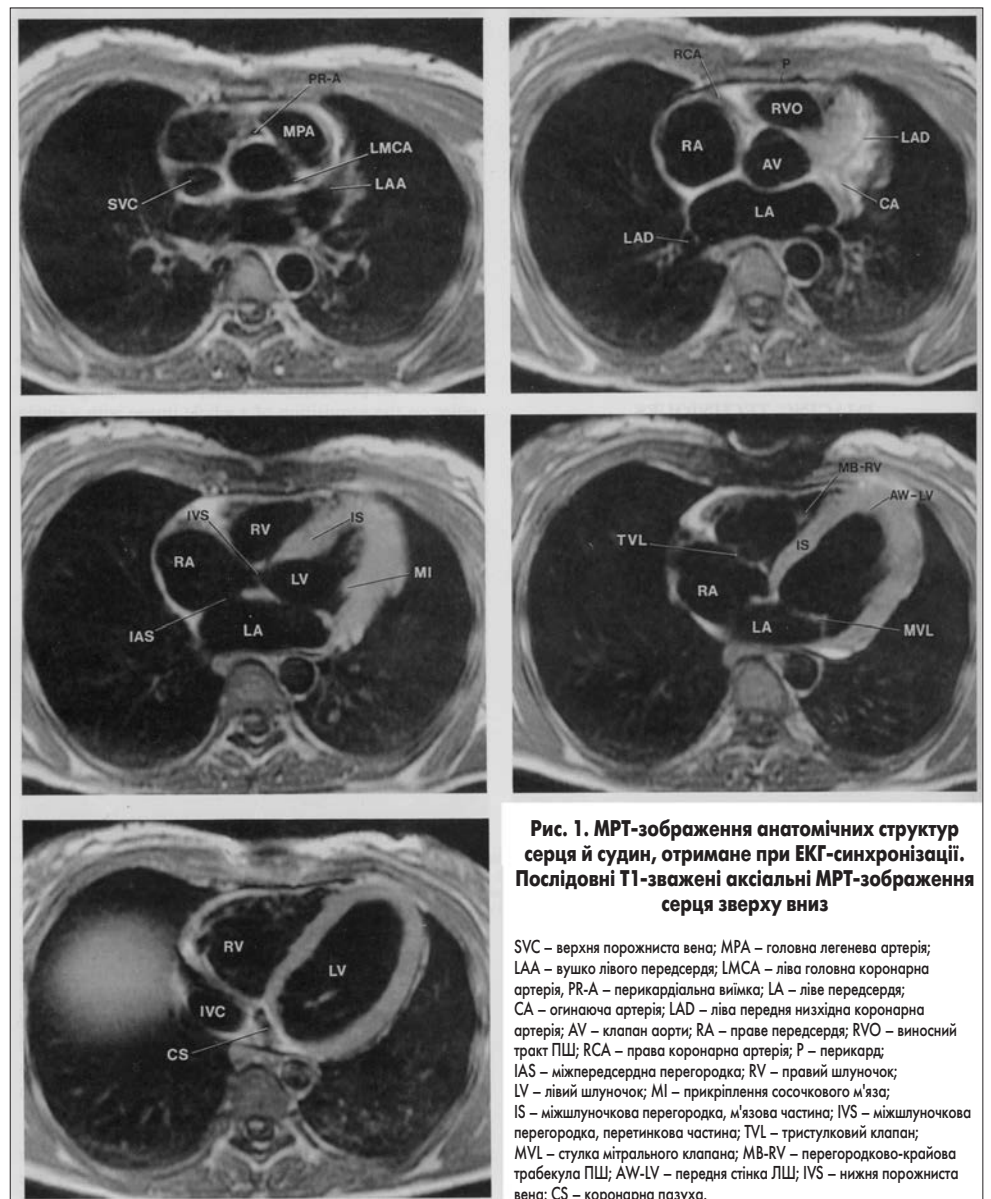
МРТ-зображення анатомічних структур серця й судин, отримане при ЕКГ-синхронізації. Послідовні Т1-зв'язані аксіальні МРТ-зображення серця зверху вниз
